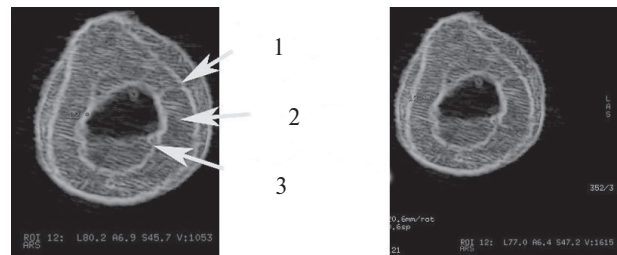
КТ голени больной О., 41 года, хронический остеомиелит большеберцовой кости. Аксиальный срез. Плотность кости в зоне 10 составляет  $1731,5 \pm 69,1$  HU, максимальная плотность – 1861 HU
